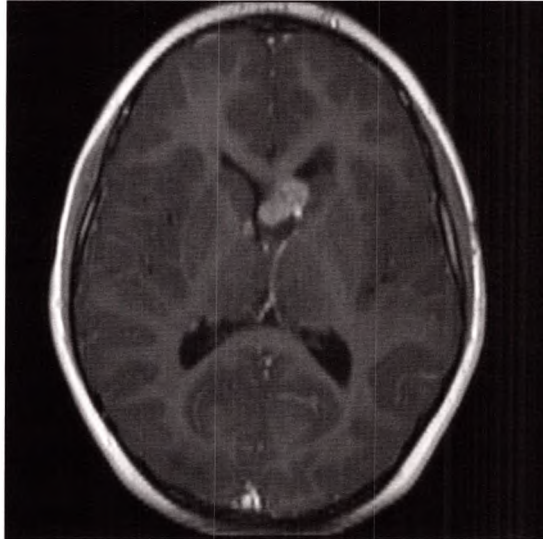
IRM en pondération T1 avec injection de gadolinium, coupe axiale.
